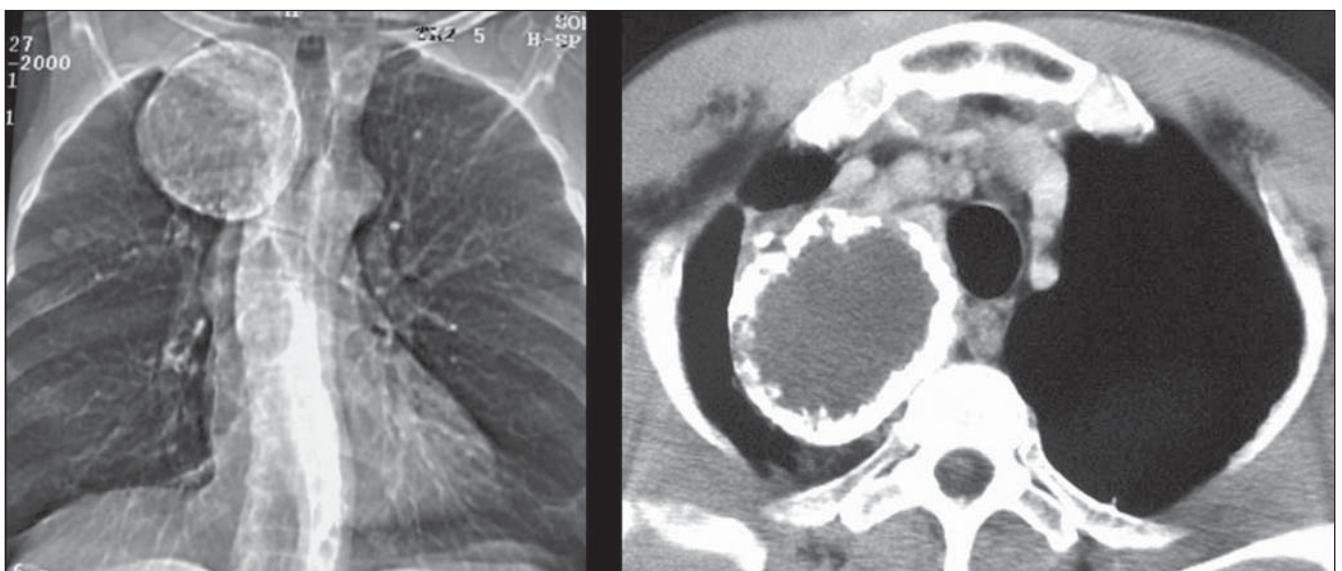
Paciente do sexo masculino, 63 anos de idade. Escanograma e imagem axial de TC, nas quais se observa lesão expansiva hipodensa, com calcificações parietais exuberantes, localizada na região paratraqueal alta direita. Caso de cisto broncogênico confirmado por achados cirúrgicos e histopatológicos.
